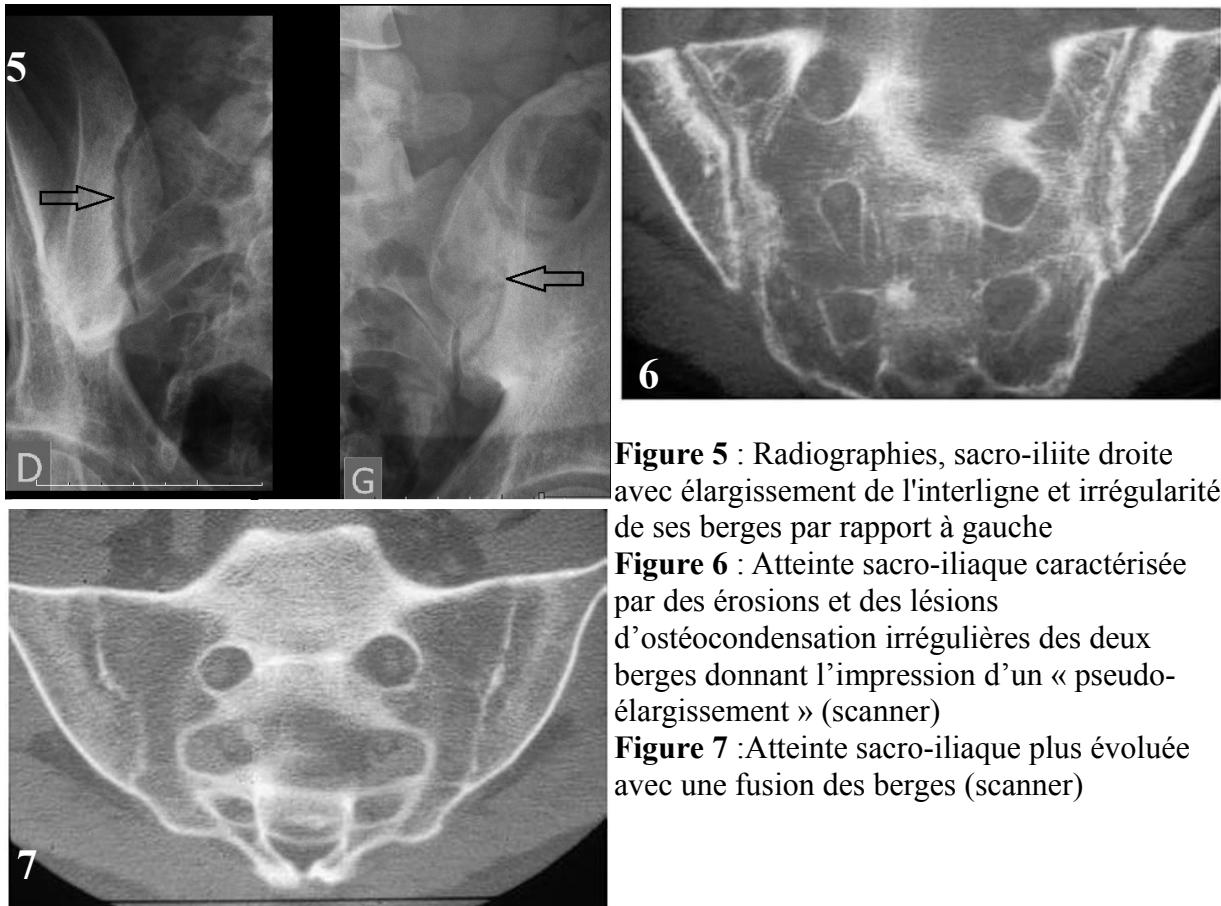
Radiographies, sacro-iliite droite avec élargissement de l'interligne et irrégularité de ses berges par rapport à gauche
